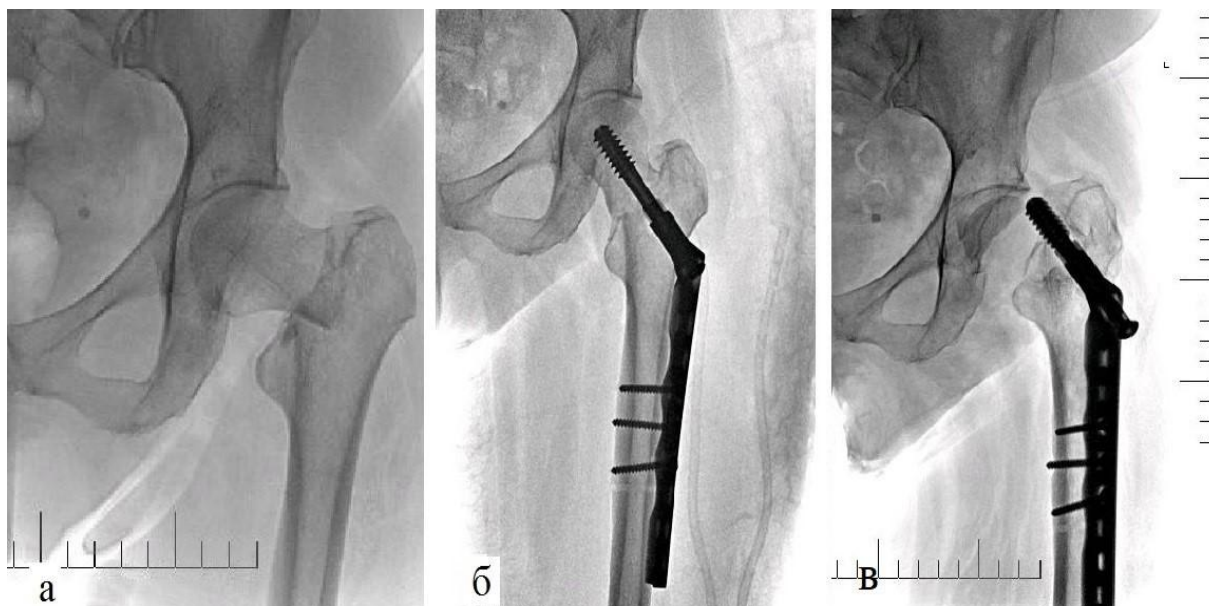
Рентгенограммы пострадавшей 65 лет.
